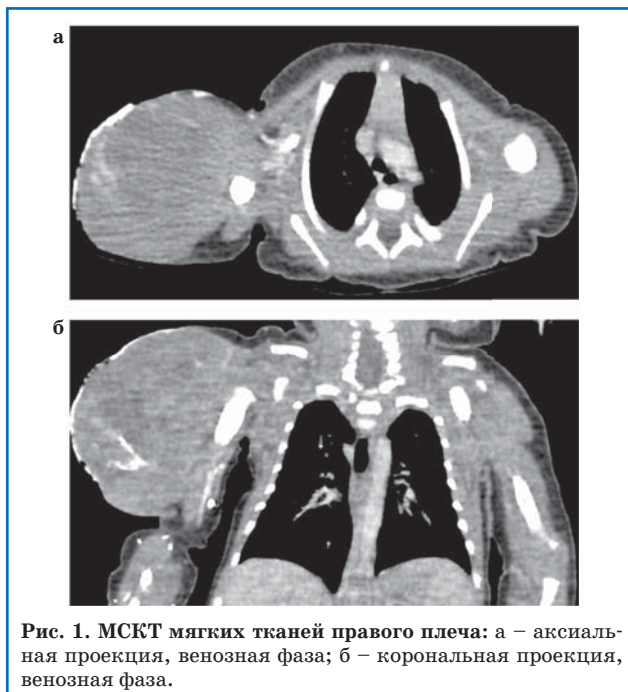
МСКТ мягких тканей правого плеча: а – аксиальная проекция, венозная фаза; б – корональная проекция, венозная фаза.
